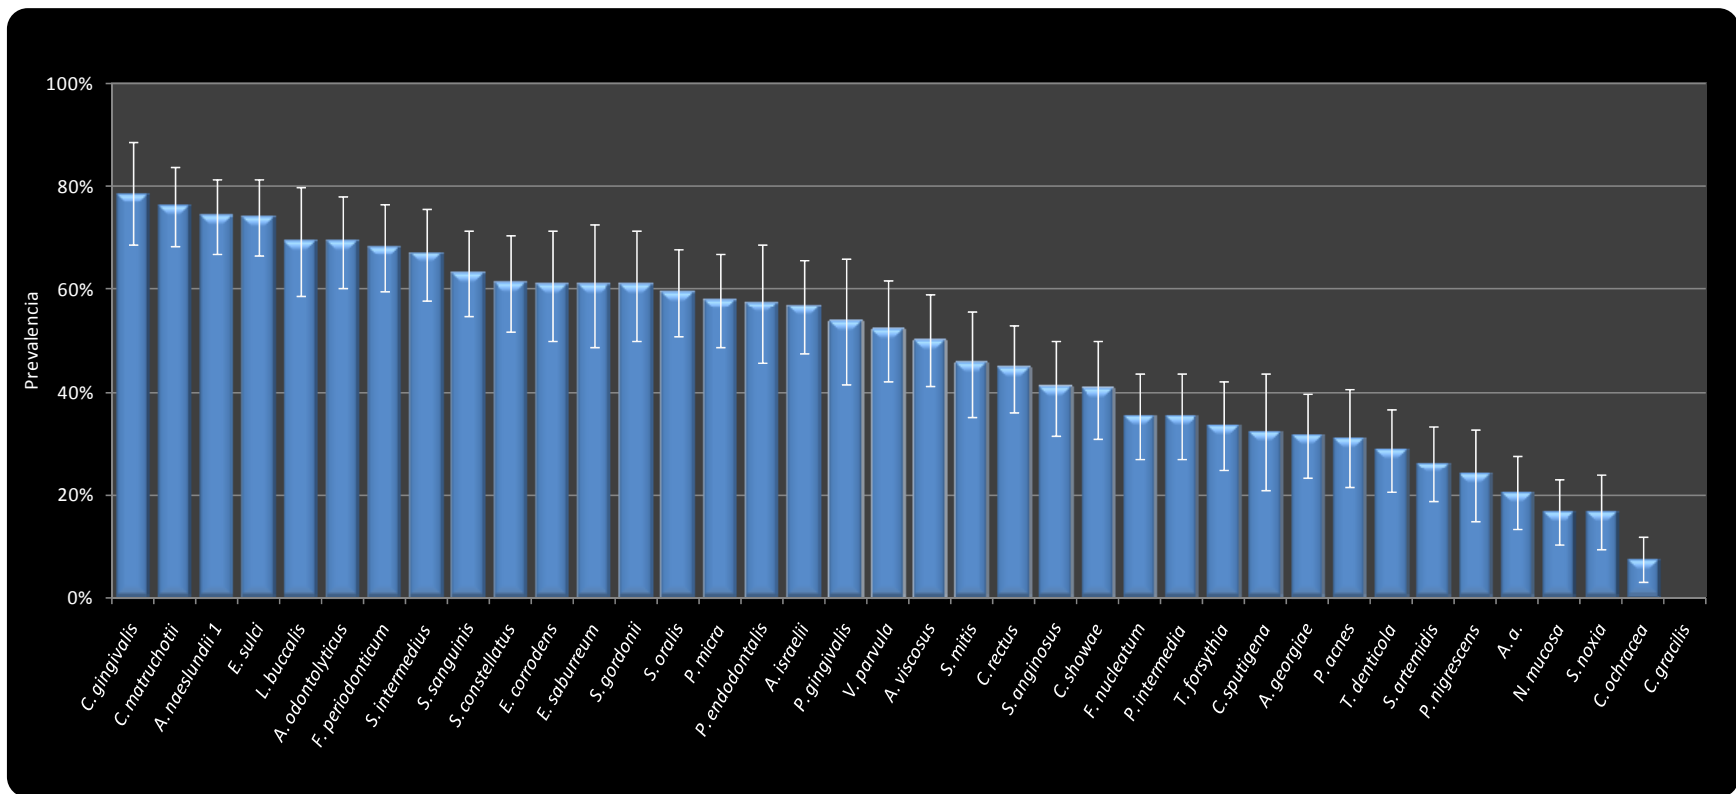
Prevalencia promedio (% sitios colonizados \pm EEM) de 38 especies individuales en 54 muestras periapicales provenientes de 27 sujetos de estudio. La prevalencia fue calculada para cada especie en cada una de las muestras, promediada entre las 2 muestras de cada sujeto y posteriormente entre los 27 sujetos de estudio. Los datos graficados en la presente figura se presentan en la tabla 6. A. a.: *Aggregatibacter actinomycetemcomitans*.
